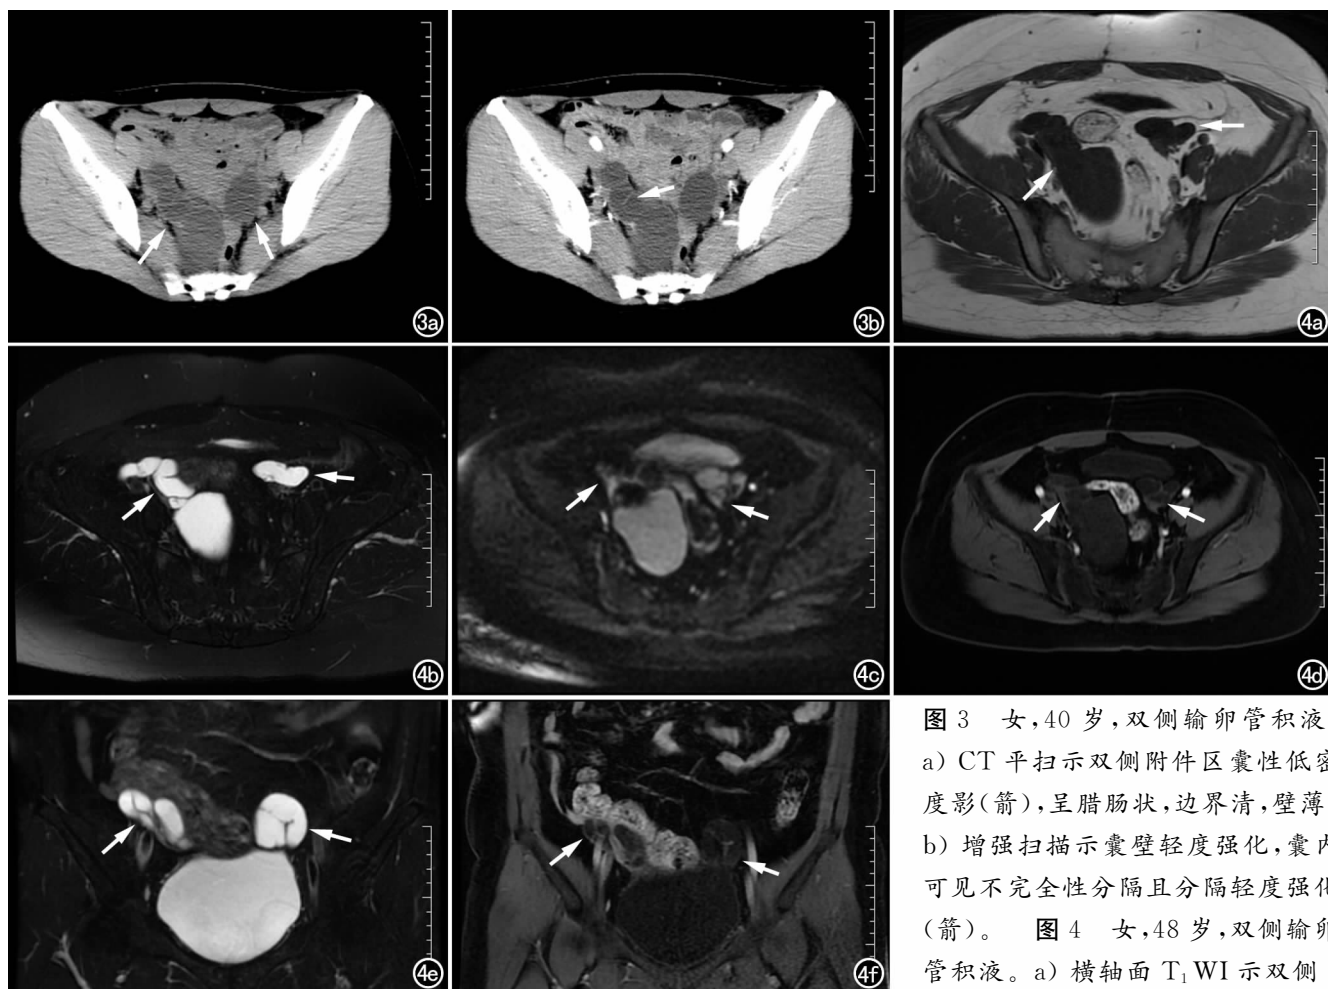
女,40岁,双侧输卵管积液。a) CT平扫示双侧附件区囊性低密度影(箭),呈腊肠状,边界清,壁薄;b) 增强扫描示囊壁轻度强化,囊内可见不完全性分隔且分隔轻度强化(箭)。图4 女,48岁,双侧输卵管积液。a) 横轴面 T_1 WI 示双侧
